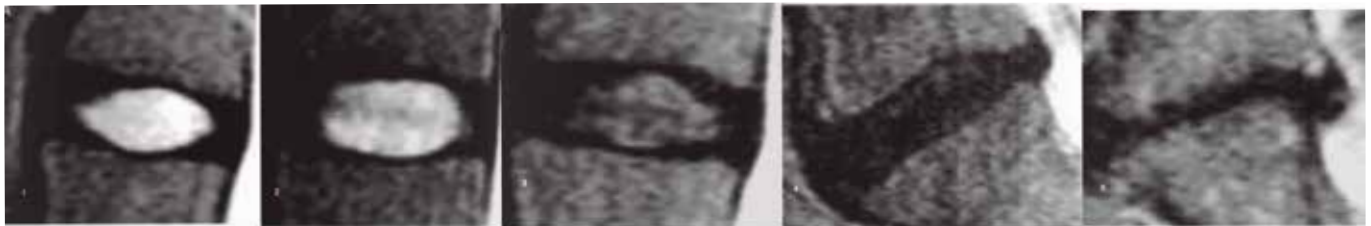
Clasificación de Pfirrmann. Imágenes de RMN. Correspondencia con Grados 1 a 5.
